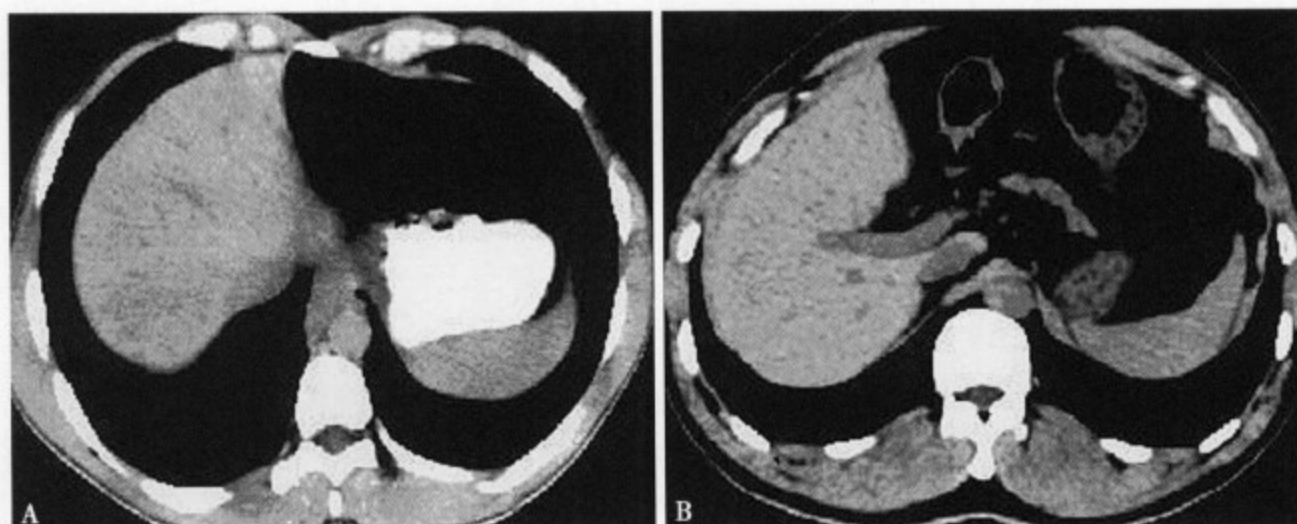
肝左叶缺如，CT 平扫左肝组织缺如，局部空虚被胃肠所占据，右叶肝实质密度正常
